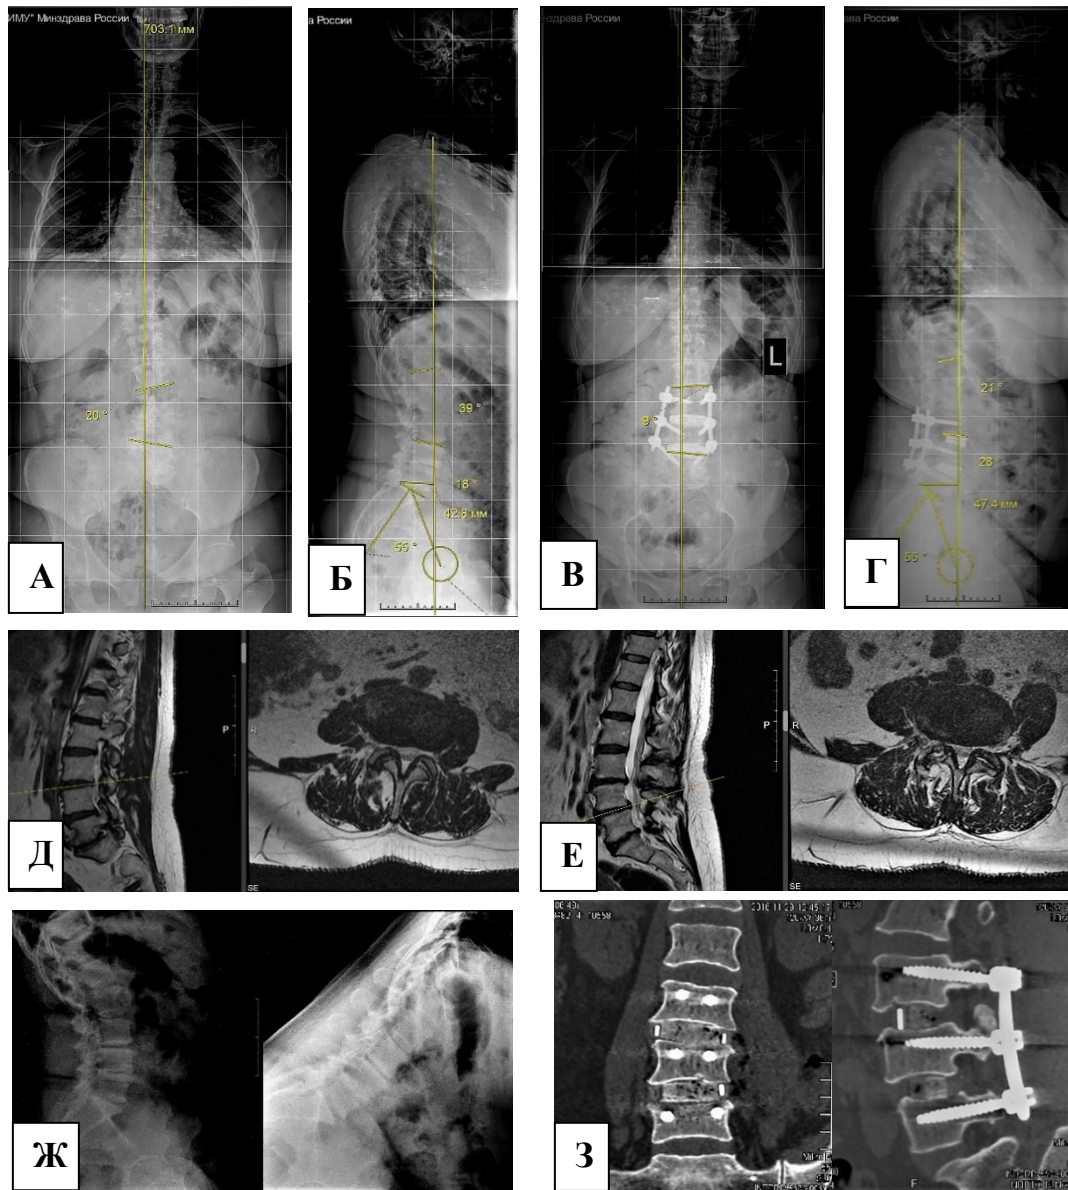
Пациентка Б., 54 года (III КММ поясничного стеноза): телерентгенограммы до операции в прямой (А) и боковой (Б) проекциях, после операции в прямой (В) и боковой (Г) проекциях. МРТ поясничного отдела позвоночника до операции – сагиттальный и аксиальный сканы на уровне диска L3–L4 (Д) и на уровне диска L4–L5 (Е). Функциональная рентгенография поясничного отдела до операции (Ж). Фронтальный и сагиттальный сканы МСКТ (З) через 6 месяцев после MIS LLIF сегментов L3–L4–L5
